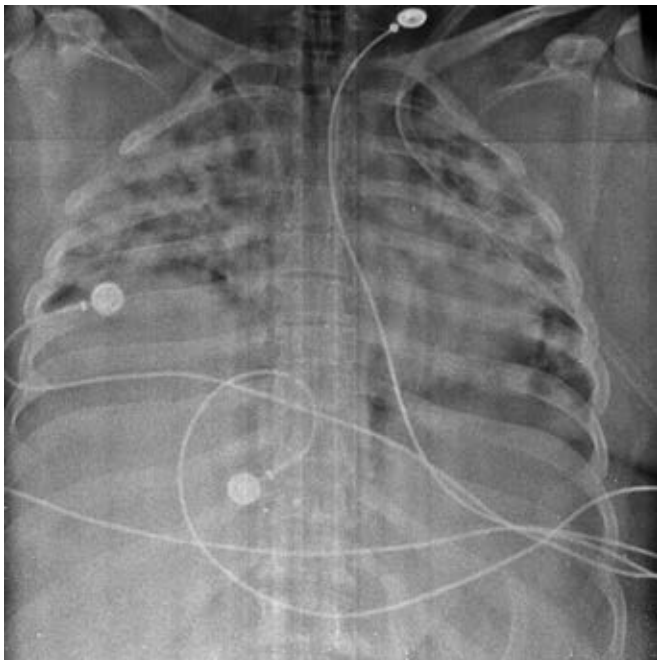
Radiografía simple de tórax donde se observan opacidades bilaterales generalizadas.
